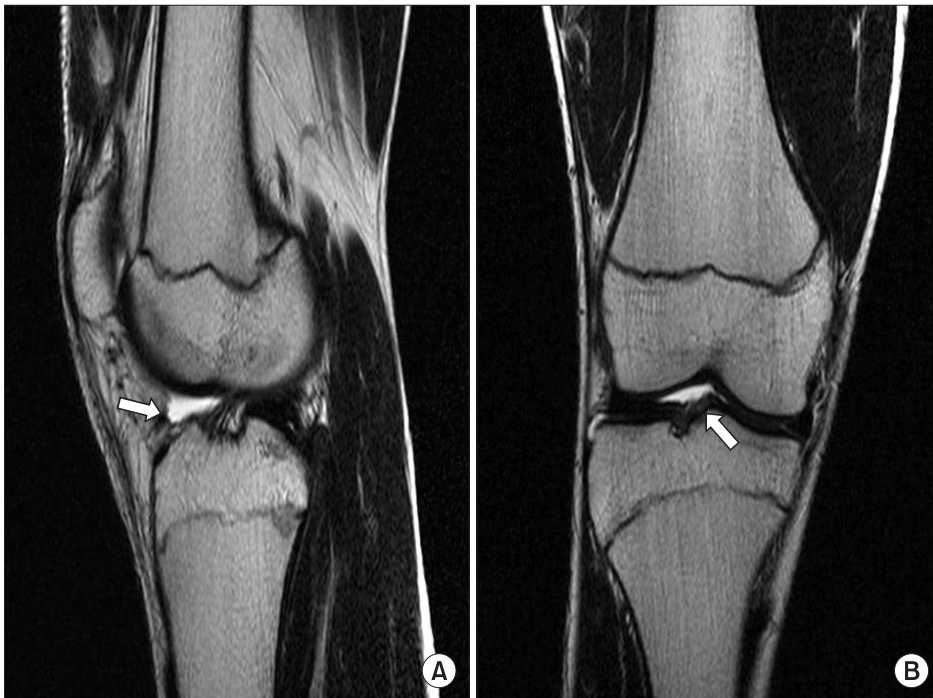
Sagittal (A) and coronal (B) T2-weighted MR images taken 17 months after surgery show disappearance of scar tissue compared with preoperative MR.
